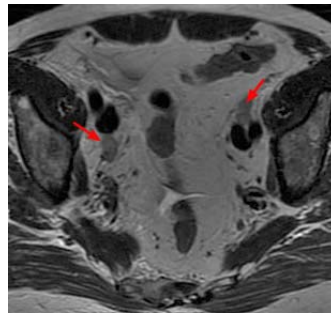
Фрагмент МР-томограммы. Билатеральное метастатическое поражение наружных подвздошных лимфатических узлов при раке предстательной железы.
